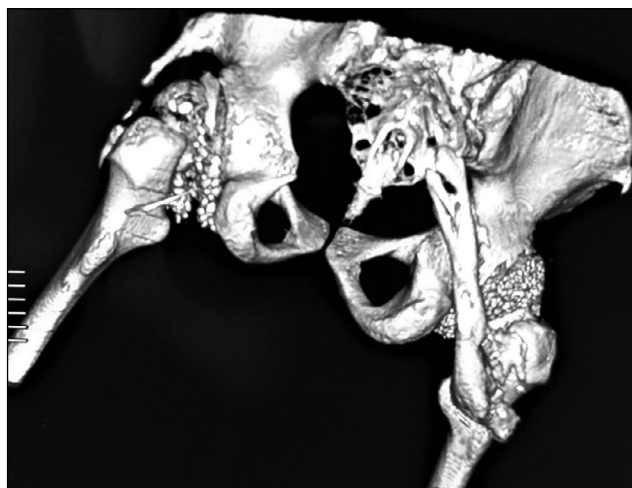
Трёхмерная реконструкция КТ тазобедренных суставов, вид сзади: определяется оссификат, вызывающий синостоз между крестцом и проксимальным отделом бедренной кости.
